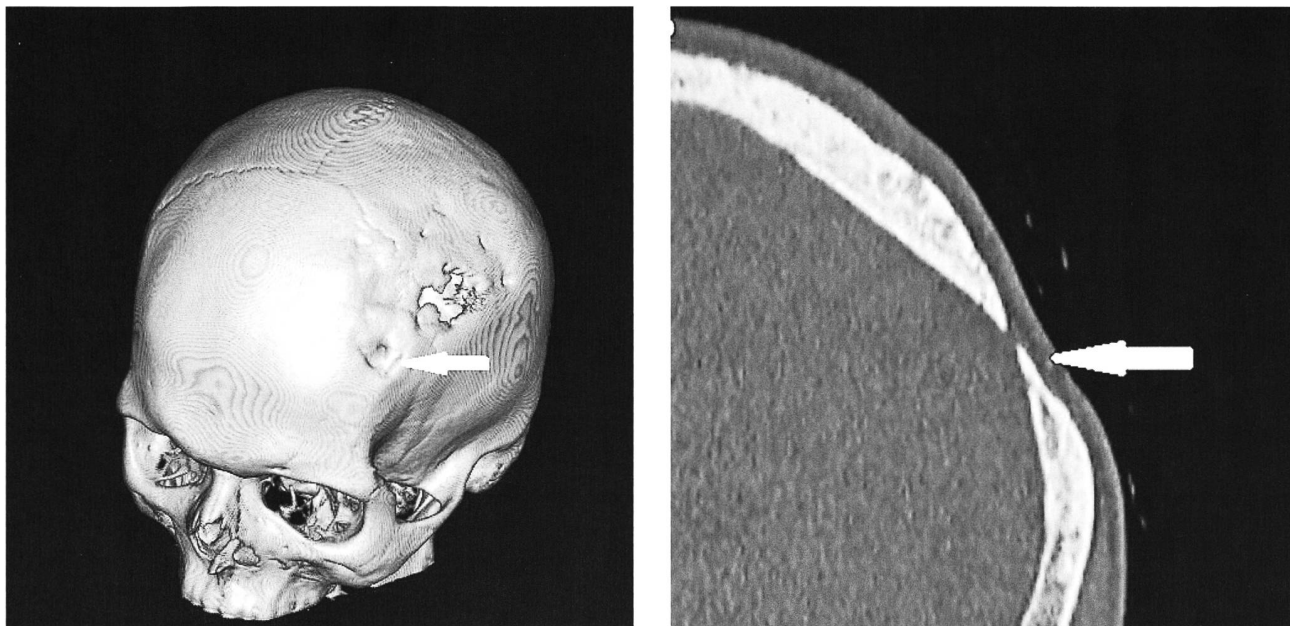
Naturhistorisches Museum Basel, Galler'sche Sammlung. Verheilte trepanierter Schädel eines Mannes aus dem frühen 19. Jh. a Oberflächenprojektion; b Detailaufnahme. Die verheilte Stelle zeigt dieselben sklerotisierten Randbereiche wie beim Schädel von Cressier NE-La Baraque (Pfeil). CT-Scans Spital Zofingen
